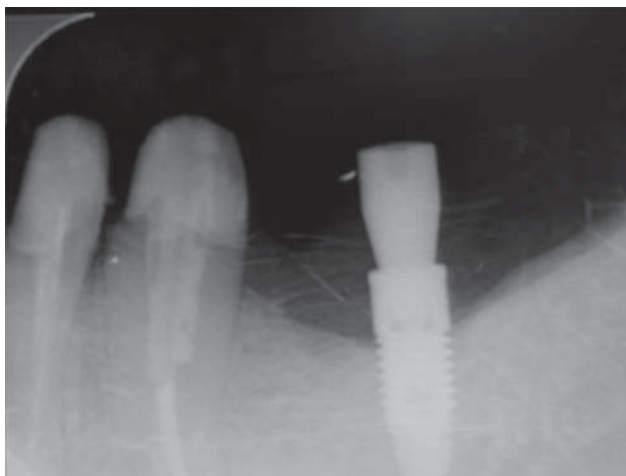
Radiografía periapical previa del área correspondiente al 36.
